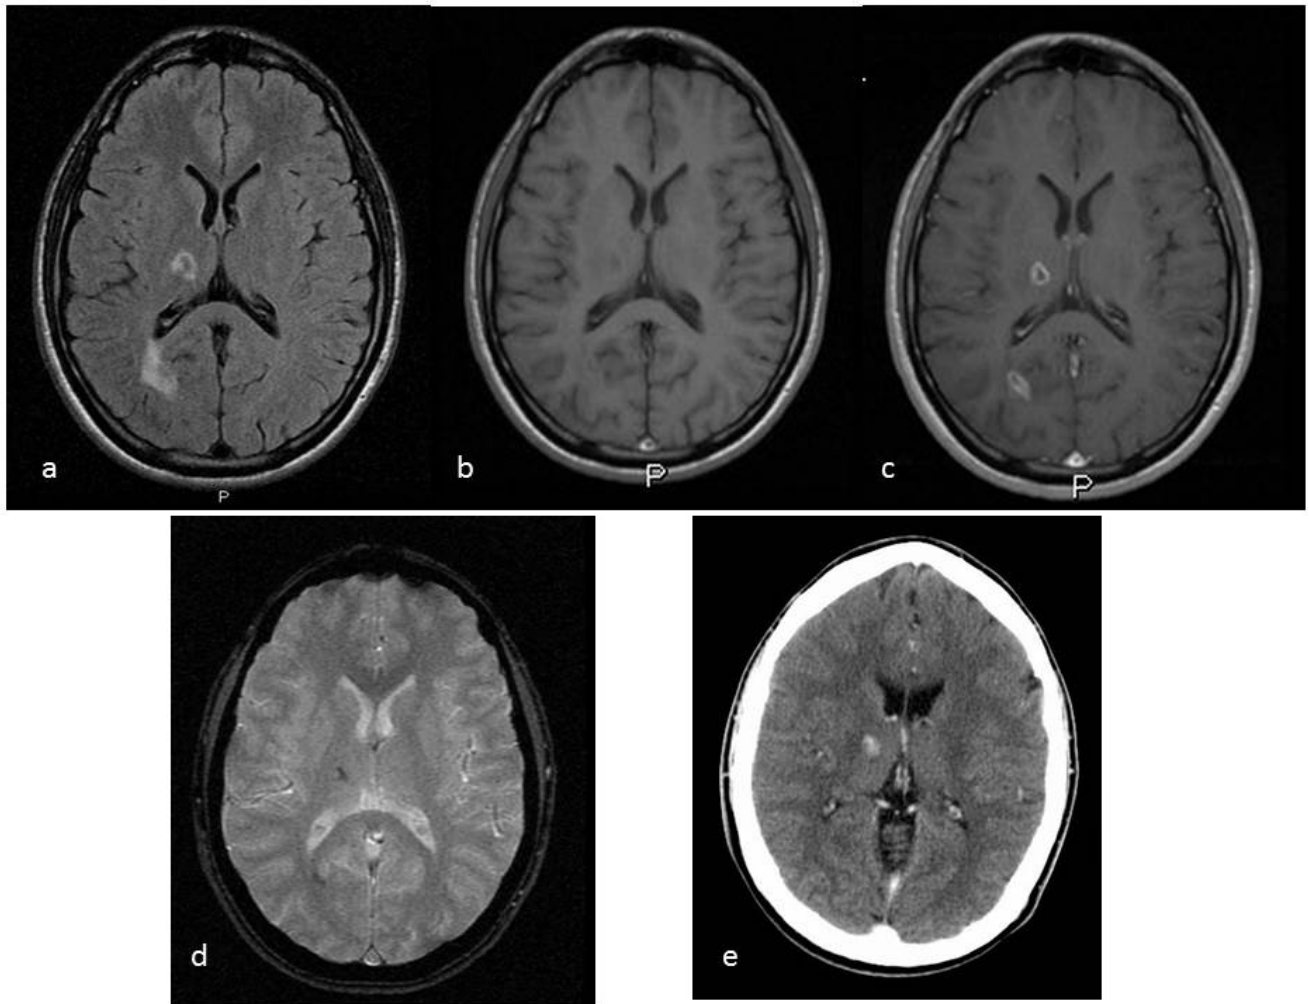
Toxoplasmosis. Secuencia FLAIR (a), SE T1 (b), SE T1 + gd (c), T2* (d), TC simple (e). Lesiones nodulares cápsulo-talámica y occipital derechas con realce en anillo y componente hemorrágico en el momento del diagnóstico. Escaso edema vasogénico circundante.
